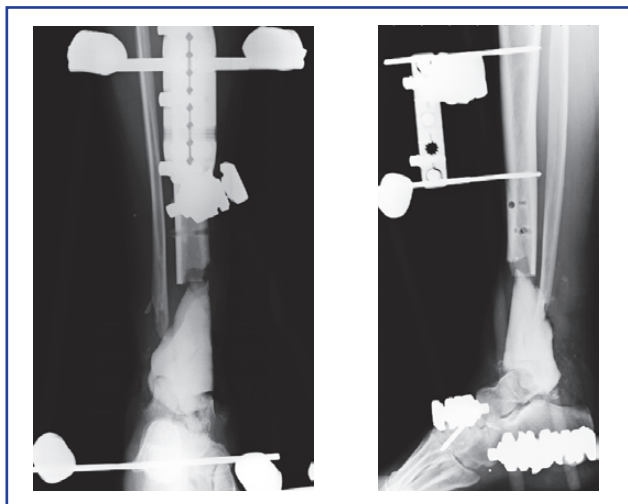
Рентгенограма кісток правої гомілки
